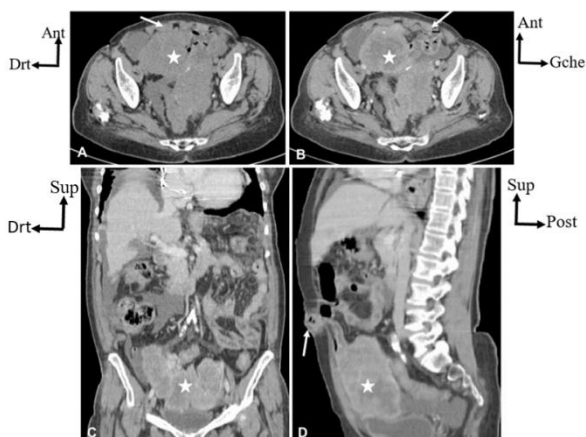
TDM abdomino-pelviennes (-C, +C) chez une patiente de 70 ans : présentant un syndrome tumoral pelvien montrant une tumeur ovarienne suspecte (A, B, C, D, étoile) avec une infiltration du mésentère, un nodule de Sœur Marie Joseph (D, flèche), des nodules sous péritonéaux (A, B, flèche) et une lame d'ascite, s'intégrant dans le cadre d'une carcinose péritonéale d'origine ovarienne. Fenêtres parenchymateuses. A, B : coupes axiales (-C et +C) ; C : reconstruction coronale mode MPR ; D : reconstruction sagittale mode MPR.
